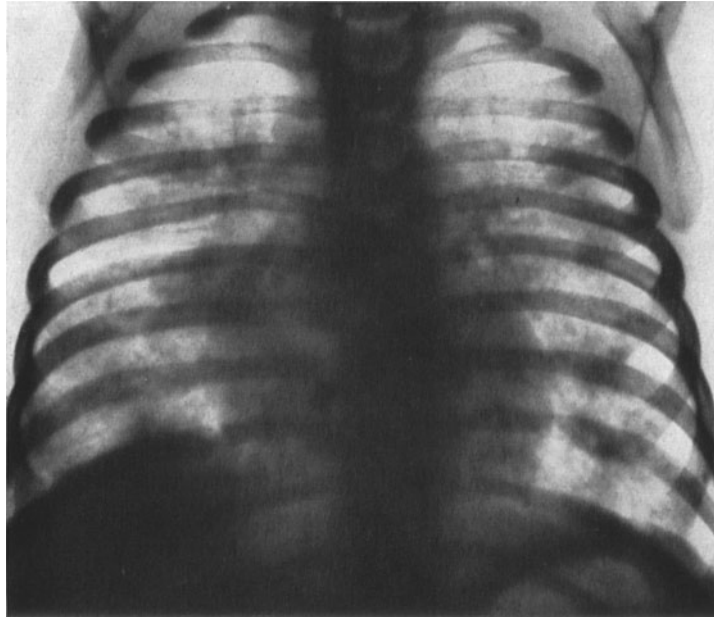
Typisches Thoraxröntgenbild eines Patienten mit Mucoviscidosis (Pneumopathie) (Röntgenabteilung des Kinderspitals Basel, Leiter PD. Dr. H. KAUFMANN)
